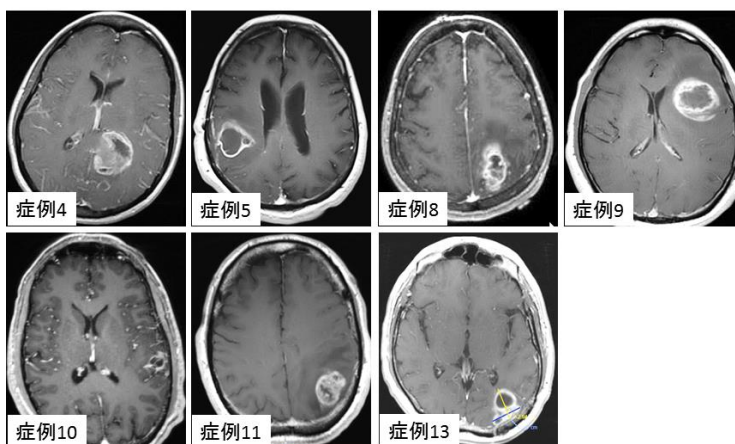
PIK3CA* 変異を有する初発膠芽腫の MRI 画像
